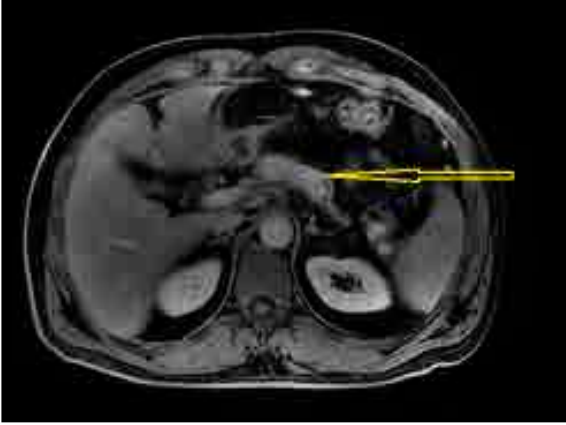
Arteryel fazlı aksiyel kesit abdomen BT incelemede pankreas kuyruk kesiminde atrofi ve pankreatik kanal distalde dilate olarak izlenmektedir
